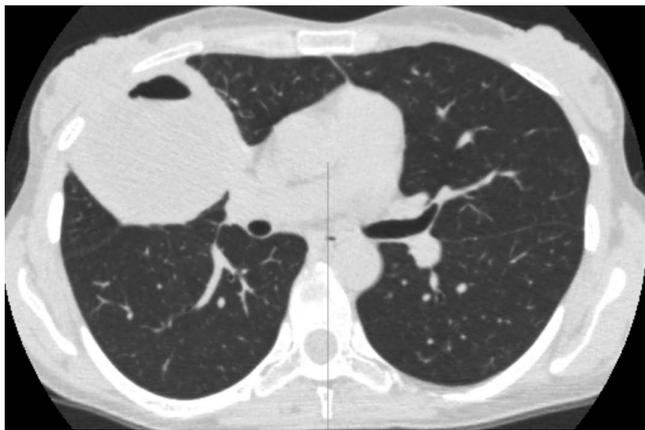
КТ органов грудной клетки (октябрь 2018 г.). На аксиальном срезе в правом легком определяется полость больших размеров с уровнем жидкости
